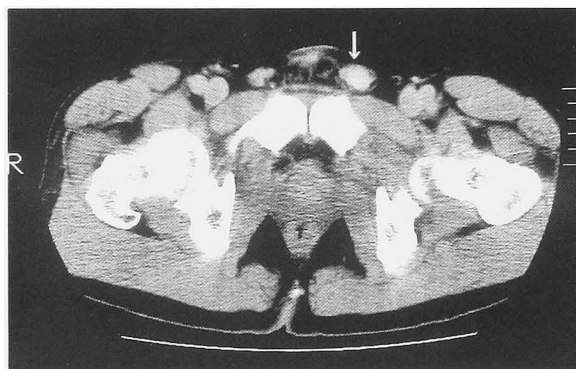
Computed tomographic scan shows a well enhanced inguinal mass (arrow).
